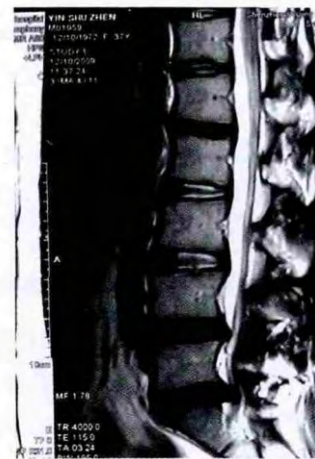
术前MRI显示L_{4/5}、L₅/S₁间盘突出,硬膜囊受压明显
